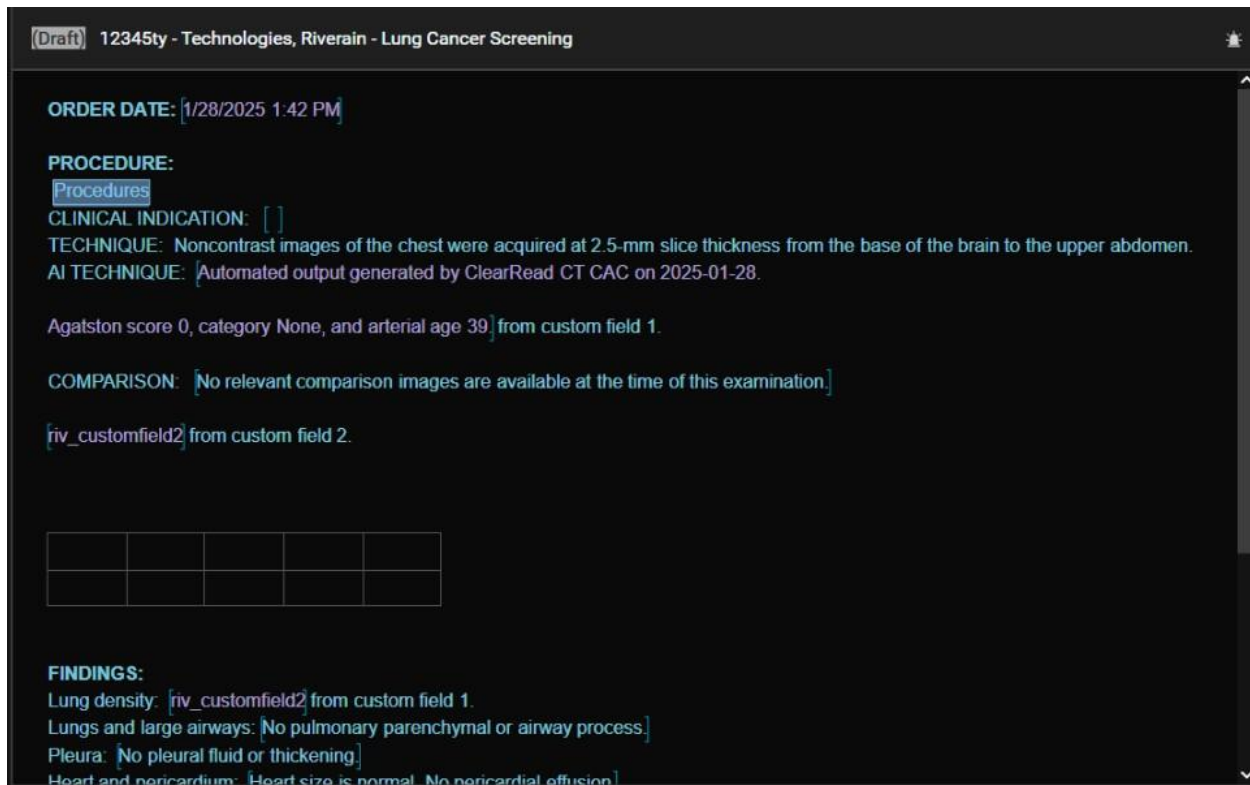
PowerScribe mostrando a saída do ClearRead CT CAC com pontuação de Agatston de 0.
